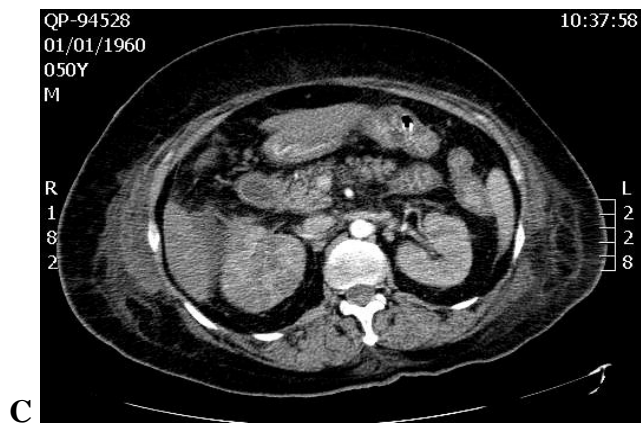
A y B Se muestran los hallazgos en la Urotomografía de un paciente masculino de 53 años con Pielonefritis aguda del riñón izquierdo. C Paciente de 50 años con Pielonefritis aguda del riñón derecho.
